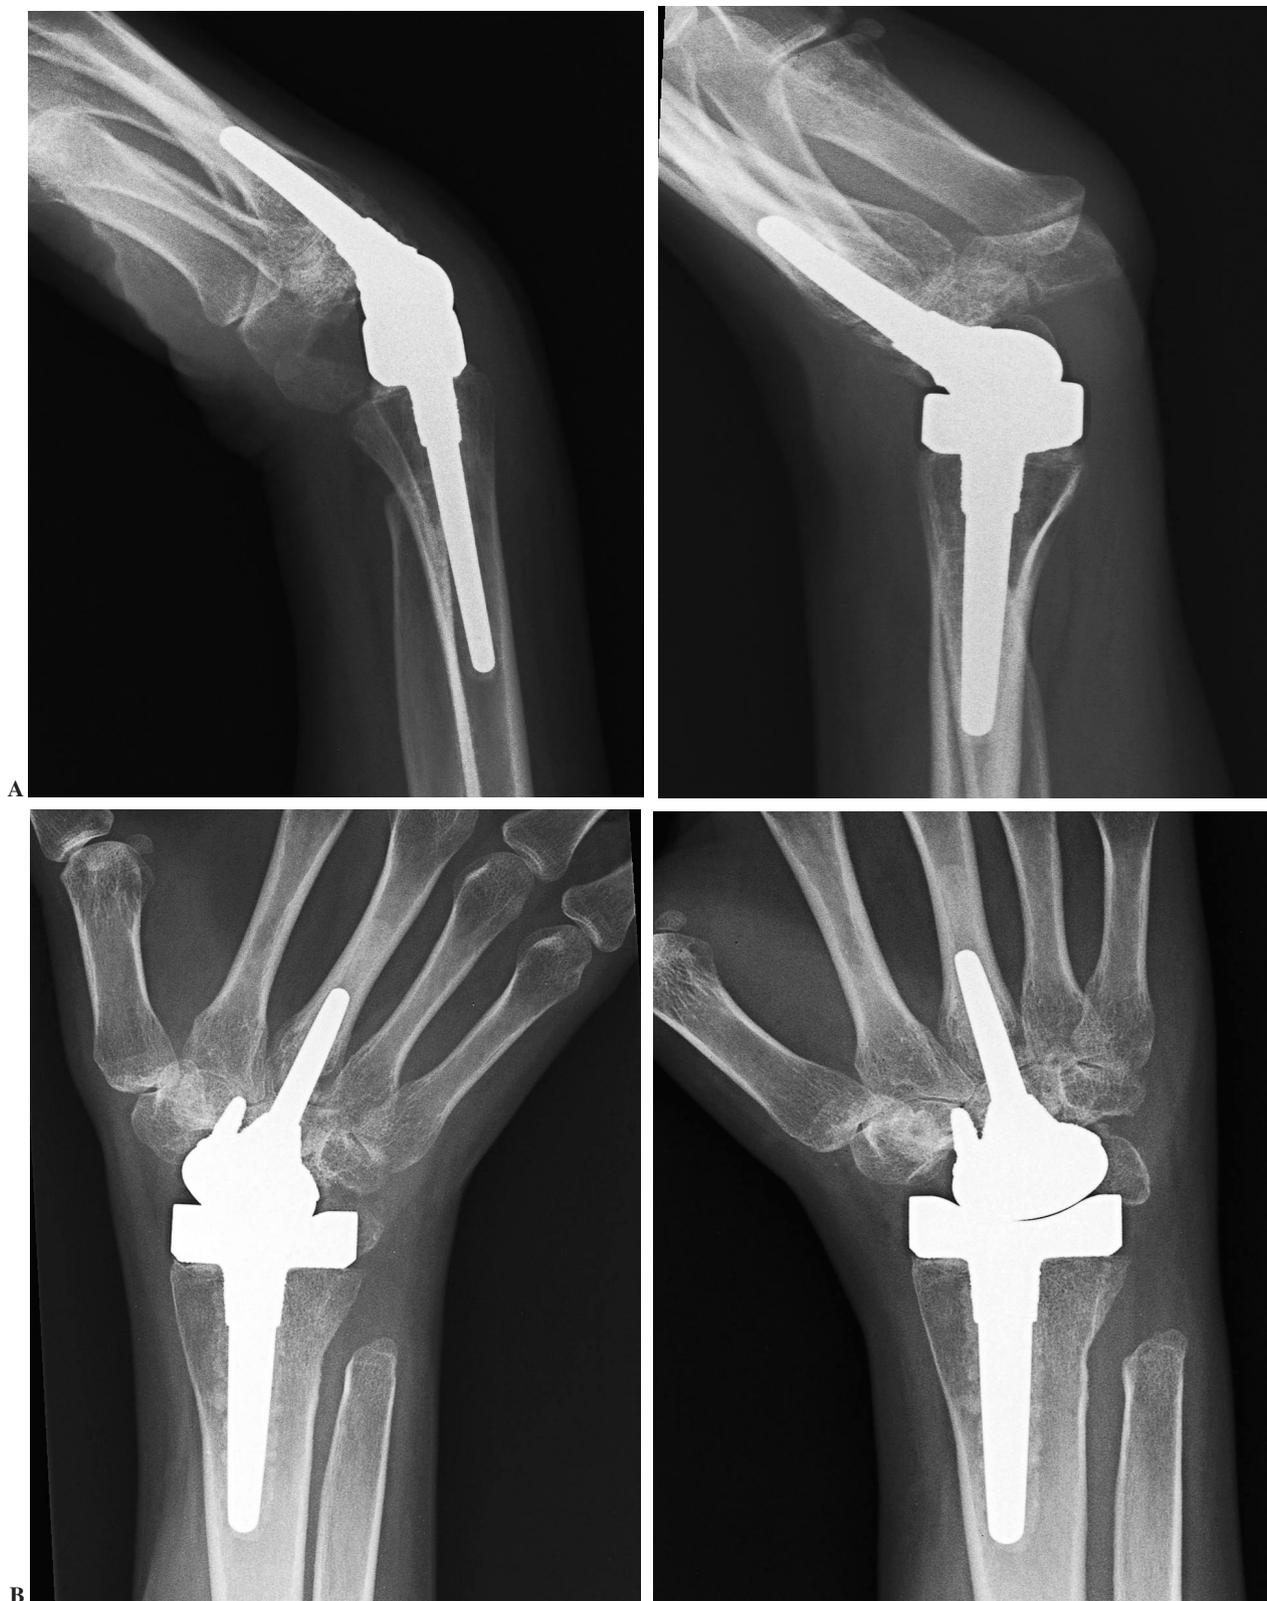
Radiografías simples en proyección lateral (A) y anteroposterior (B) de muñeca con prótesis total Biax a los 25 meses de evolución que muestran el rango activo de movilidad de la muñeca protésica.
